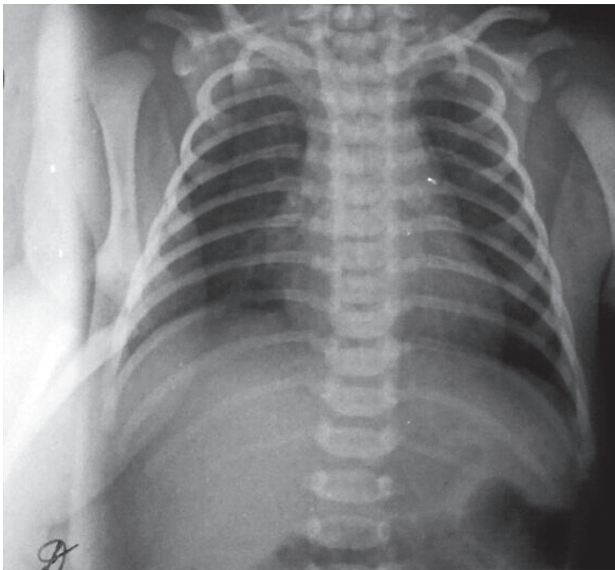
Radiografia cutiei toracici (06.05.19) – la 1 zi
